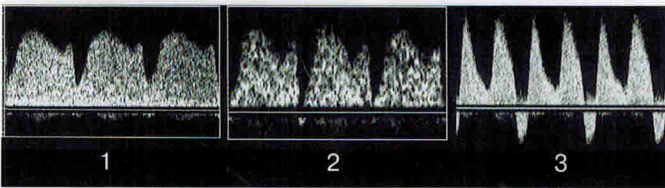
Характер кровотока в венозном протоке плода-реципиента при фето-фетальном трансфузионном синдроме. 1 – норма; 2 – нулевой диастолический кровоток при умеренно выраженном фето-фетальном трансфузионном синдроме; 3 – отрицательный кровоток в венозном протоке при тяжелой форме фето-фетального трансфузионного синдрома.
